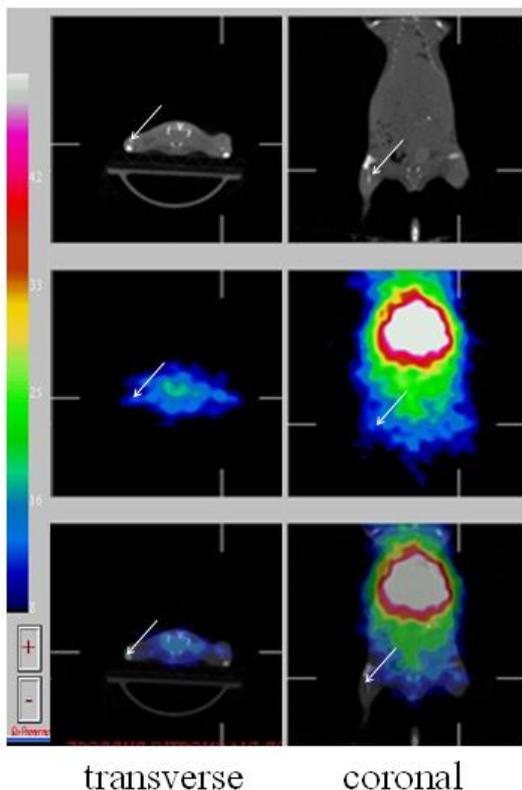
F-18-FDG 在 SKOV3-ip1/luc 裸小鼠的腫瘤動物模式之 microPET 之造影，顯示 F-18-FDG 在腫瘤有明顯吸收。
